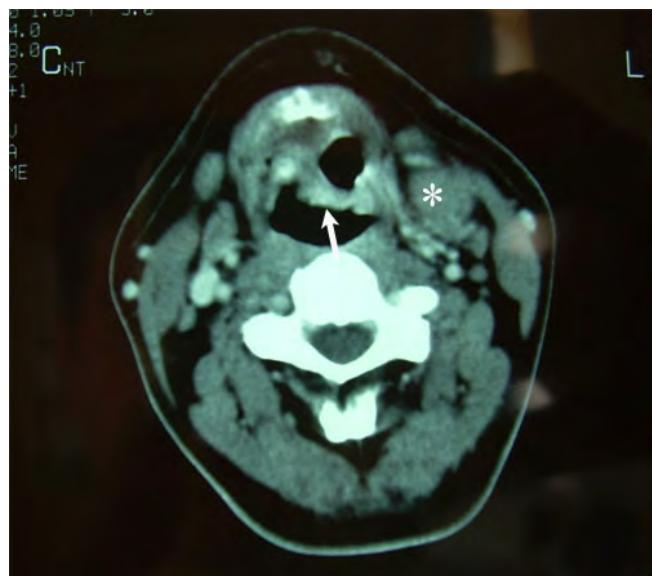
In CT scan of the neck, soft tissue mass that involved laryngeal surface of the epiglottis, preepiglottic space, left paraglottic space, vallecula and left aryepiglottic fold is seen. In addition, there is a 37x28 mm mass lesion located between thyroid cartilage and sternocleidomastoid muscle with a hypodense central part. (white arrow: laryngeal mass, asterisk: neck mass)
